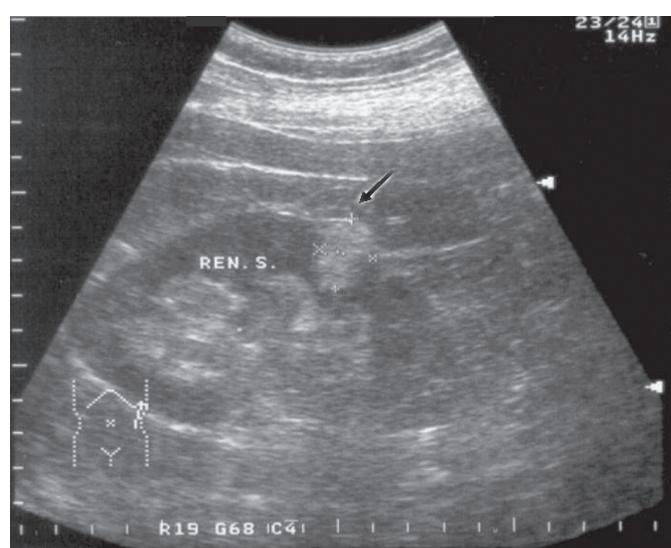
УЗИ-картина АМЛ почки
